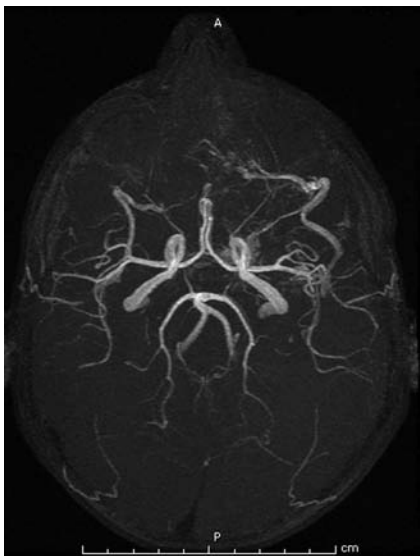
Angiorresonancia. Dos vasos provenientes de la arteria carótida interna que se anastomosan con la arteria maxilar.
